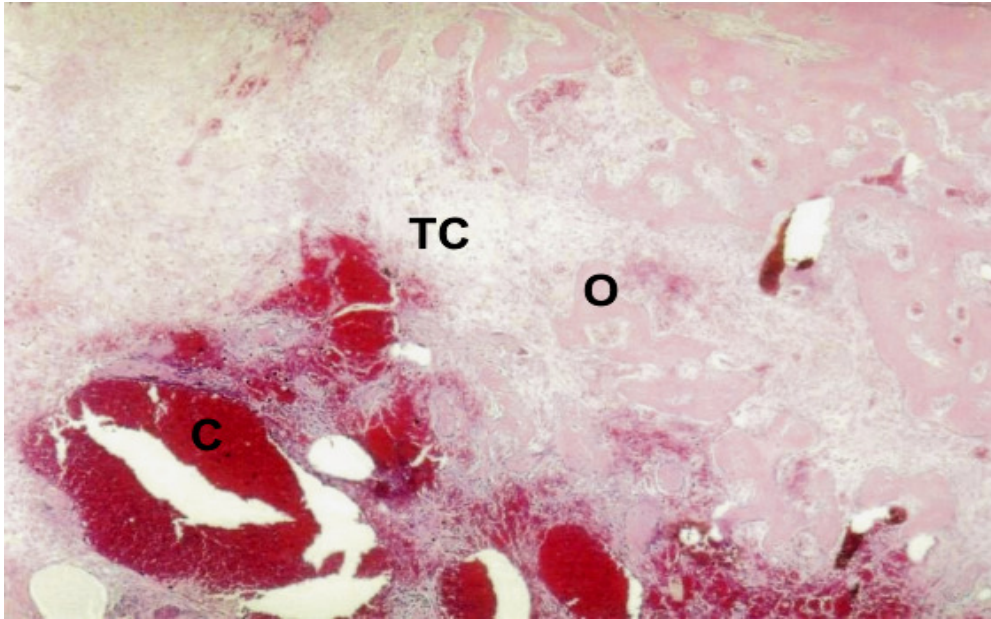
Fotomicrografia do terço médio alveolar do grupo IIB. Notar no centro do alvéolo extensa área de coágulo sanguíneo em reabsorção circundado por tecido conjuntivo (TC). Na periferia do alvéolo trabeculados ósseos neoformados dirigem-se para a região central do mesmo. Coloração HE. Aumento:  $\pm 56X$ .
